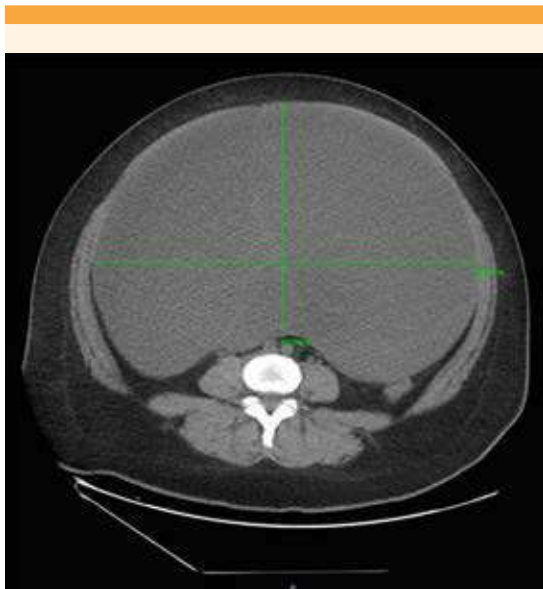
Corte axial de TAC abdominopélvica.
